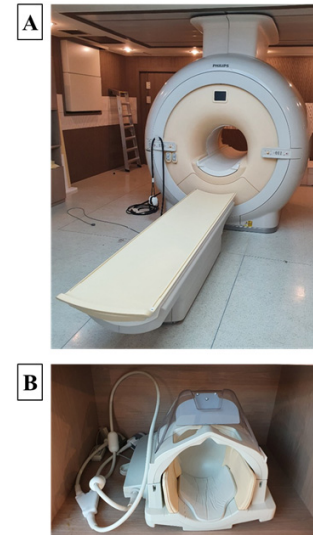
3Tesla Philips Achieve MRI scanner (A) and 32-Channel head coil (B)
